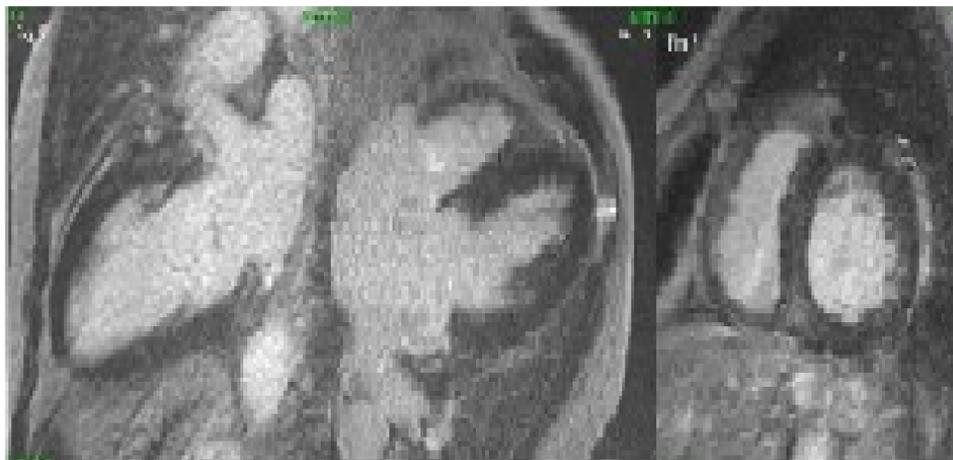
Resonancia de corazón
